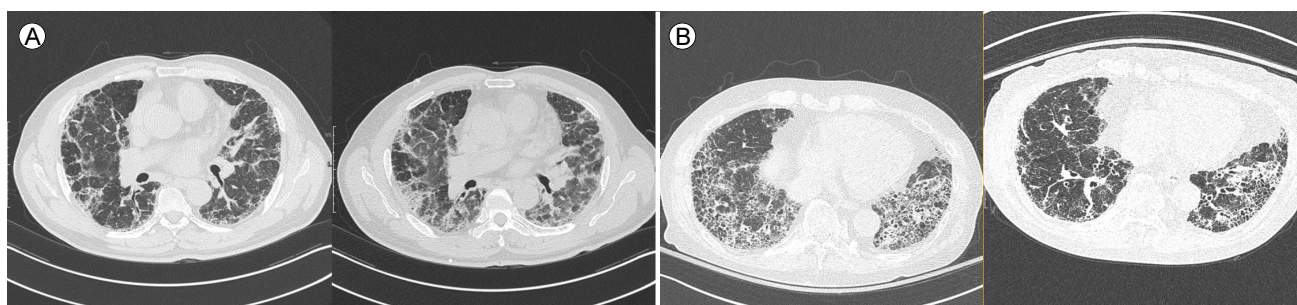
High-resolution computed tomography scan images demonstrating (A) air-trapping from an expiratory phase scan (right) compared to inspiratory phase (left) and (B) change of dependent opacity on prone (right) position from supine (left) position.
